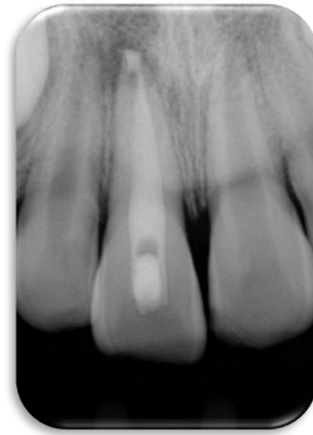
Radiografia de controle de 1 mês.
